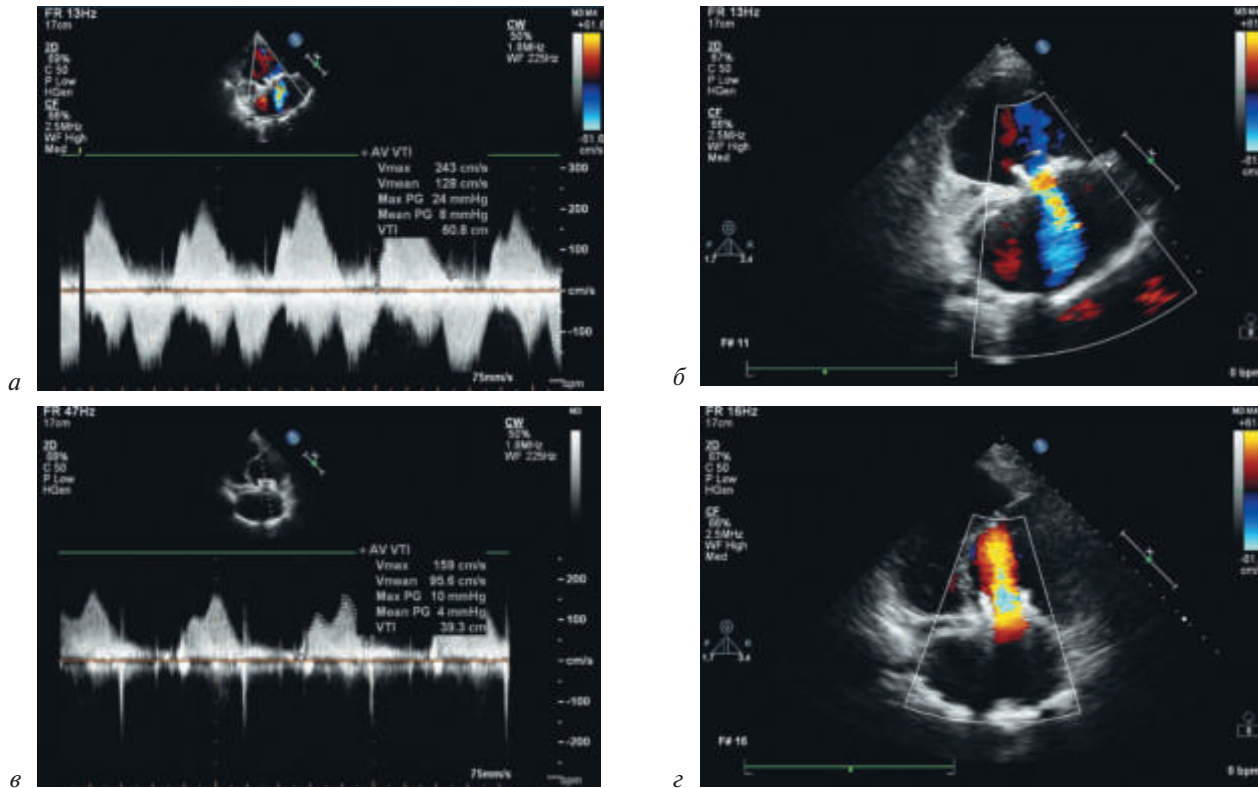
Эхокардиографическое исследование пациента М. до и после транскатетерной имплантации клапана в биопротез ТК:
